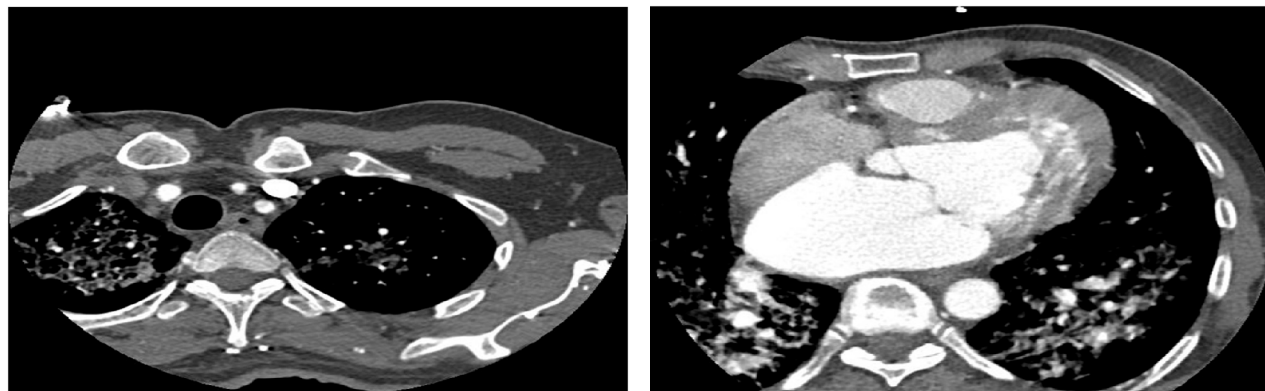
Tomografía de tórax simple (a) de patrón reticular más bronquiectasias y Tomografía de tórax con contraste (b) de patrón reticular más bronquiectasias y fibrosis bibasales
